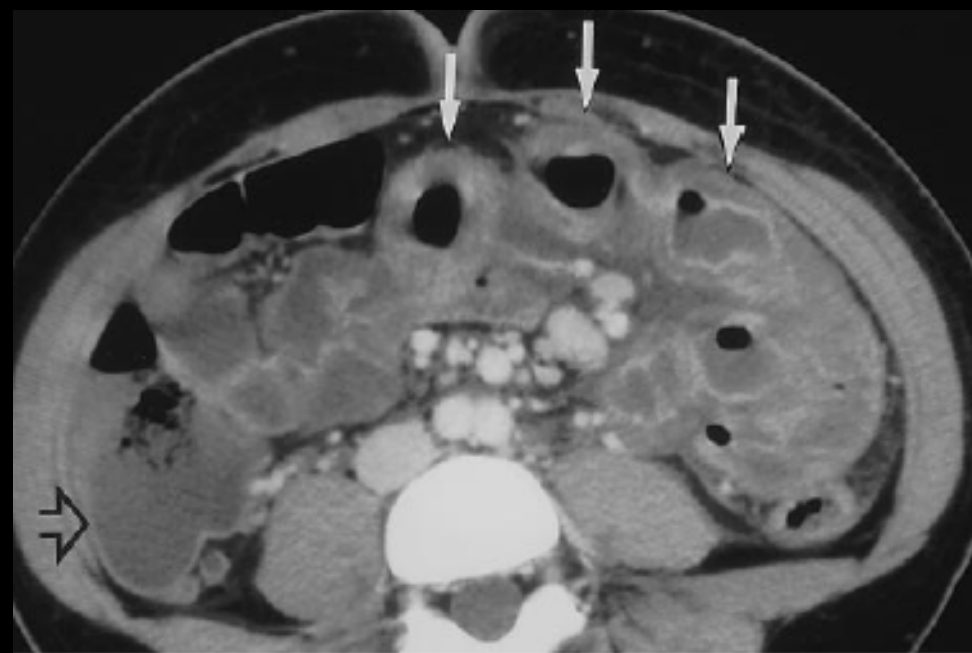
Transverse contrast-enhanced CT scan obtained in a 41-year-old neutropenic man with non-Hodgkin lymphoma of the neck treated with chemotherapy. The patient developed abdominal pain, fever, and diarrhea. CT scan demonstrates marked colonic wall thickening (solid arrow) with nodularity, trapping oral contrast material between the thickened folds. Marked mesenteric stranding (open arrow) is present, along with ascitic fluid in the paracolic gutters (arrowheads). Results of stool tests were positive for *C difficile* toxin.
